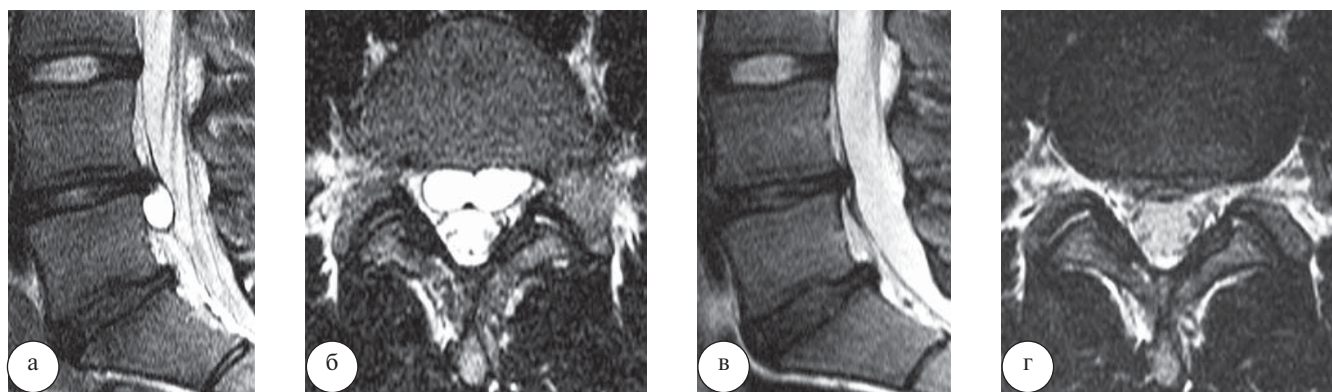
Спонтанная резорбция кисты межпозвонкового диска LIV–LV у пациента Ф., 20 лет: а, б – сагиттальная и аксиальная проекции МРТ в режиме Т2-ВИ (05.05.2016 г.); в, г – те же проекции МРТ (05.12.2016 г.)
